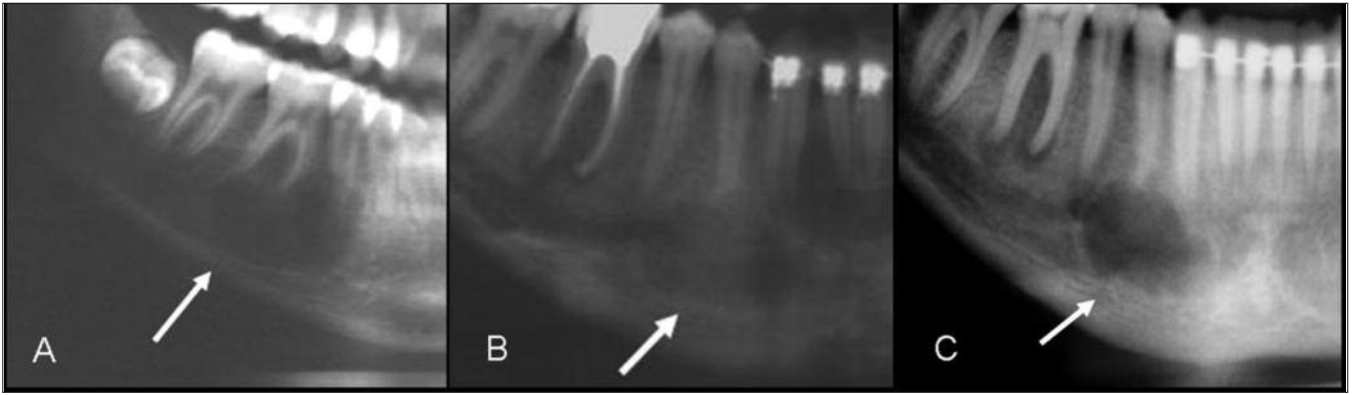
Destaque das radiografias panorâmicas dos casos avaliados: (A) caso 1, (B) caso 2 e (C) caso 3
